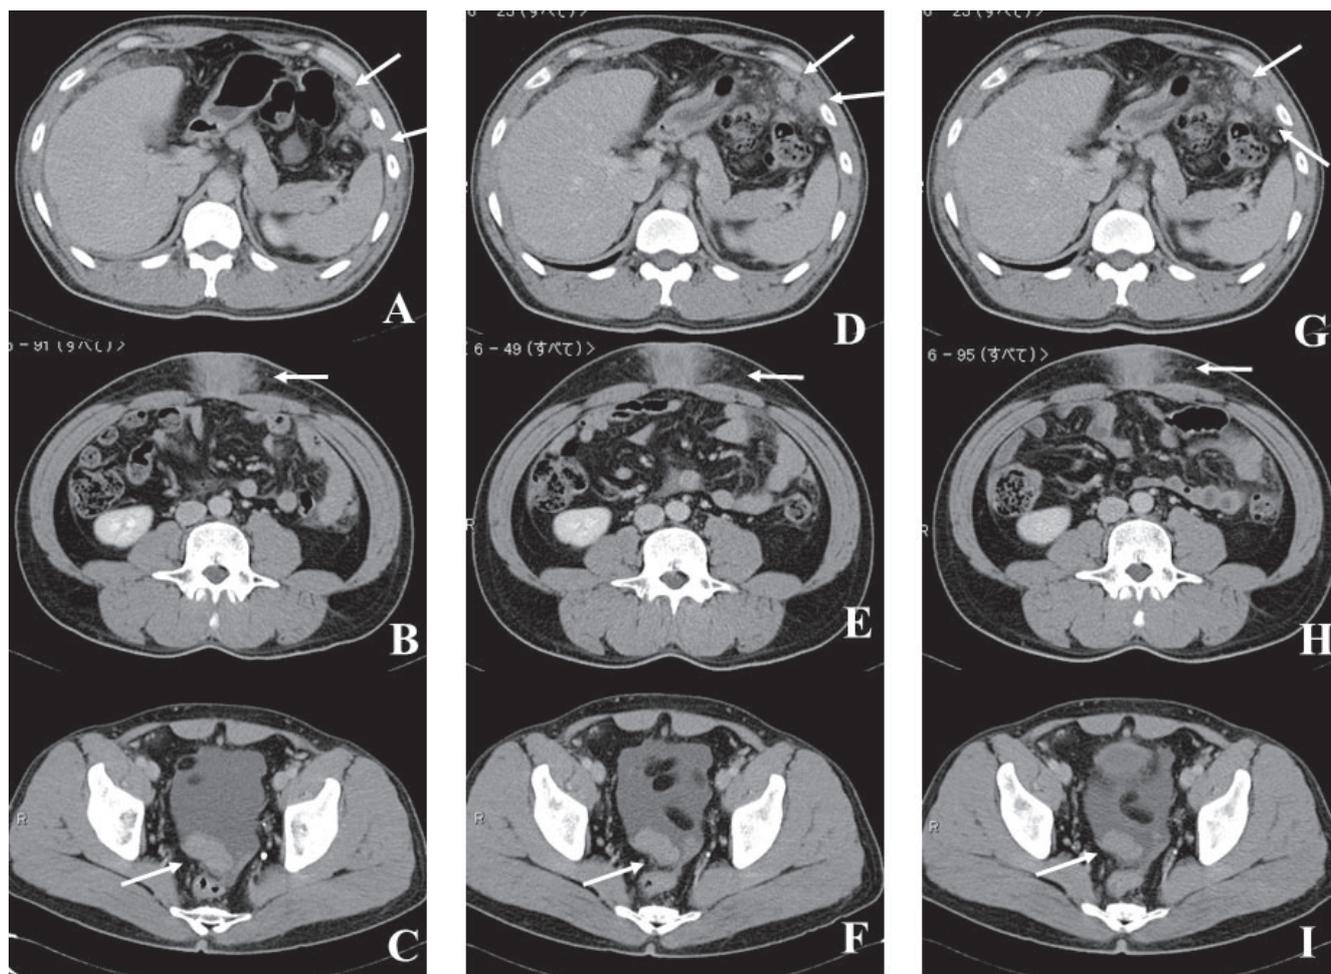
Computed tomography
